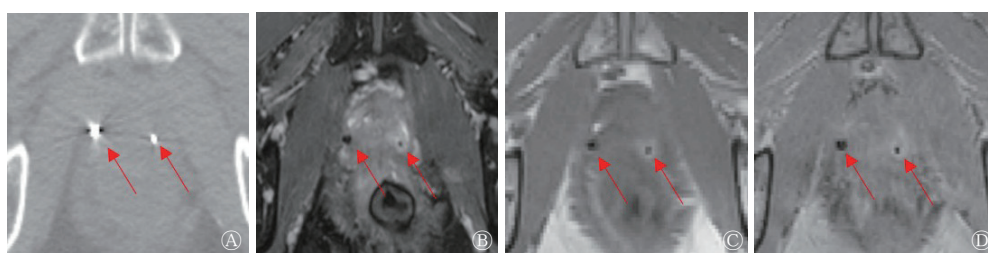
前列腺癌患者(55岁)放疗中GFM置入后的CT和3种MRI序列扫描图像 A为CT轴位图像,放射状高亮度影为GFM(箭头所示);B~D分别为bSSEP、SPGR、GRE序列图像,无信号区为GFM(箭头所示)。GFM为黄金基准标志物;CT为计算机断层摄影术;MRI为磁共振成像;bSSEP为平衡稳态自由进动序列;SPGR为扰相梯度回波序列;GRE为梯度回波序列
